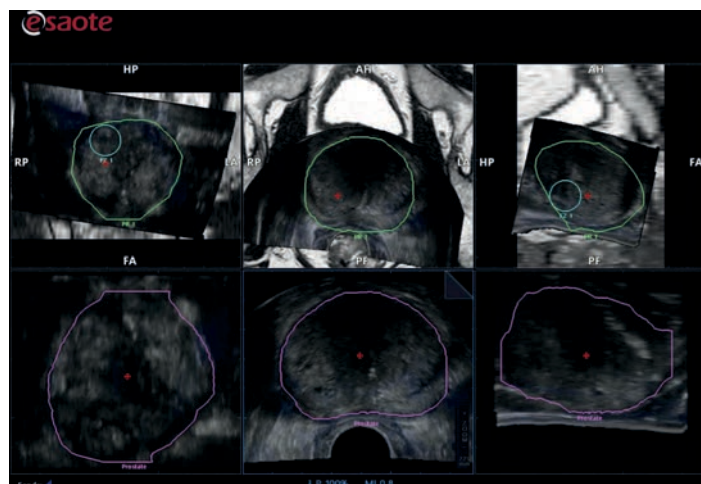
Наложение трехмерных УЗИ изображений на МРТ изображения во время автоматической синхронизации.
